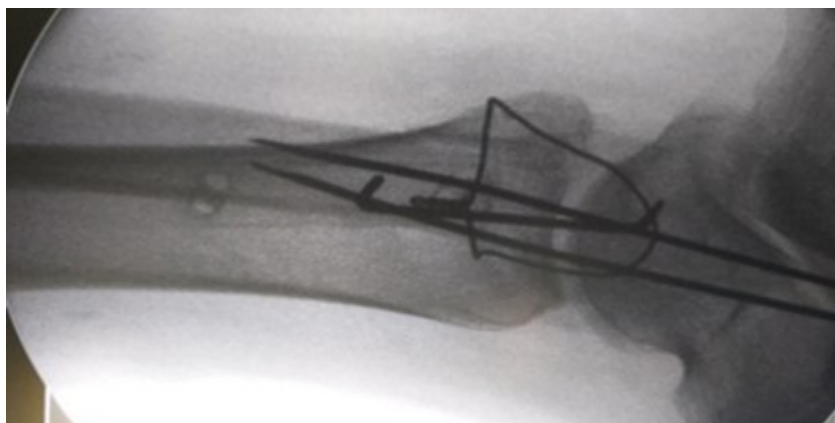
Рентгенография в боковой проекции после затягивания проволоки
